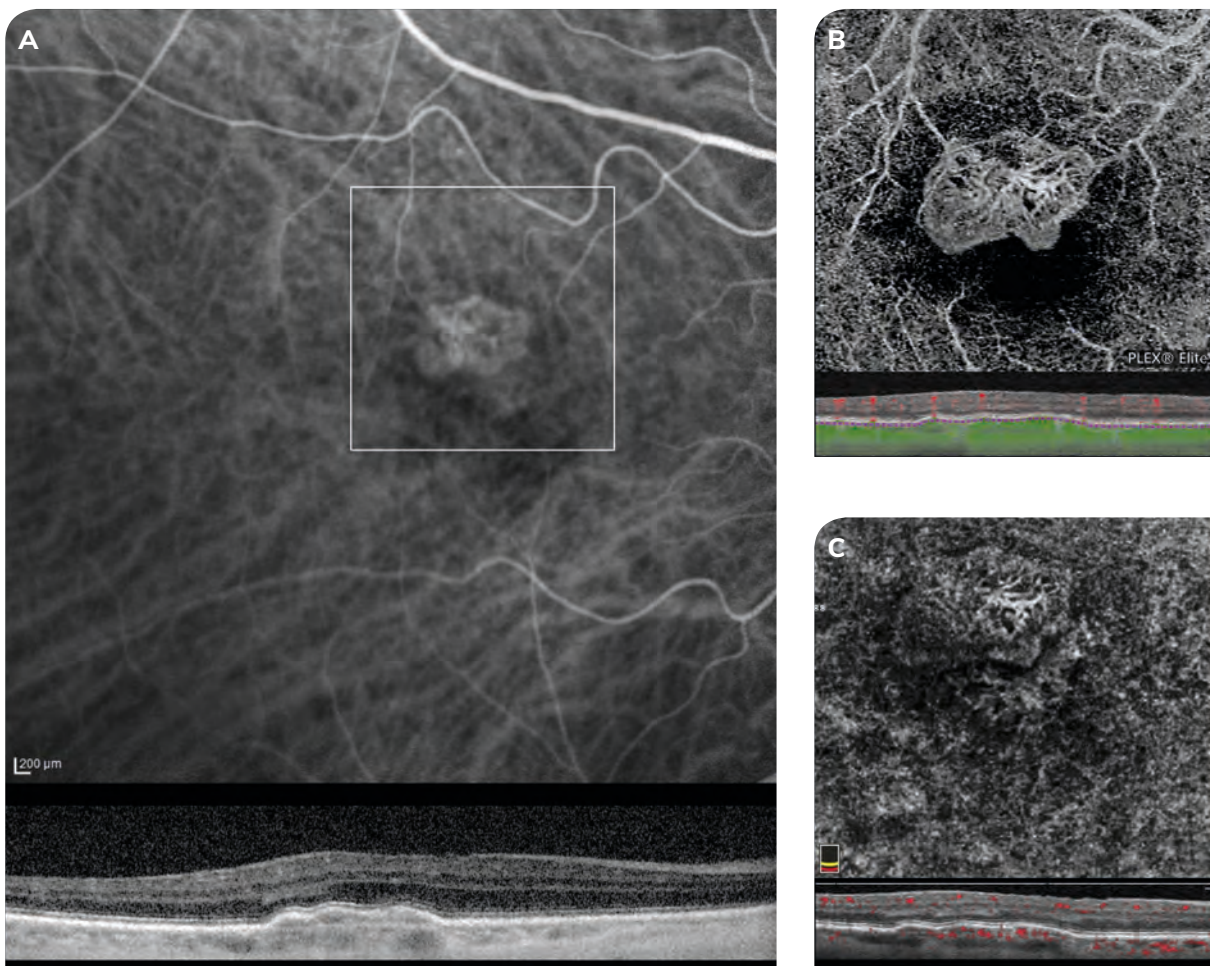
Indocyaningrün-Angiografie (ICG) (Intermediäre Phase) und optische Kohärenztomografie-Angiografie (OCTA) einer *ruhenden* Typ 1 choroidalen Neovaskularisation (CNV) (multimodale Bildgebung des Patienten aus Abbildung 1).
